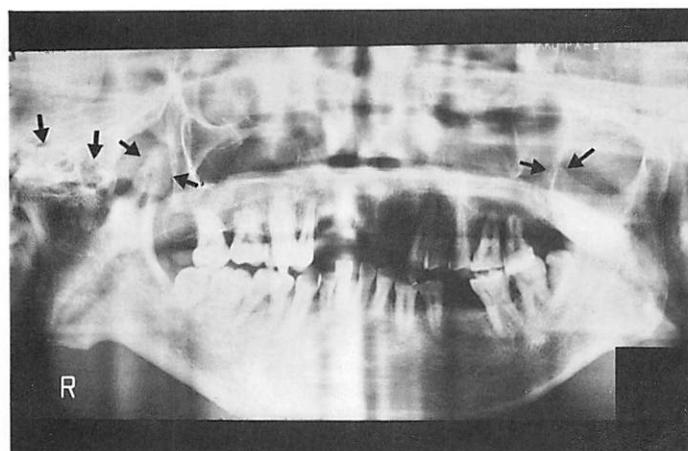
術前パノラマX線写真（矢印は両側筋突起と右側関節部を示す）
